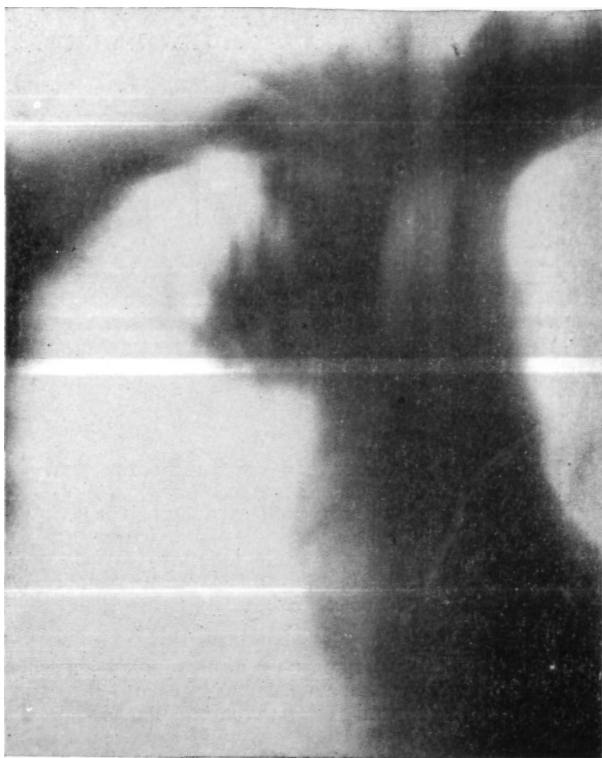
Больной Л. Прямая томограмма легких (10 см от спины). Узел опухоли в области правого трахеобронхиального угла.
